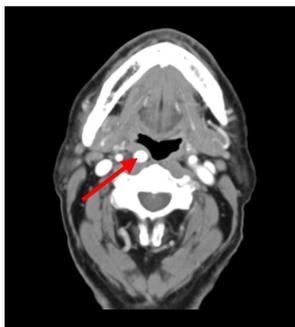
Neck enhanced CT
